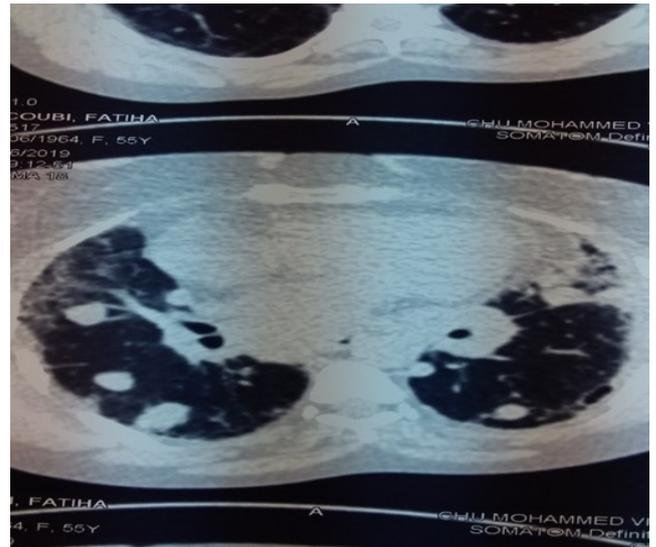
TDM thoracique en fenêtres parenchymateuse, coupes axiale, objectivant image en lâcher de ballon, et une pneumopathie infiltrative diffuse bilatérales.
